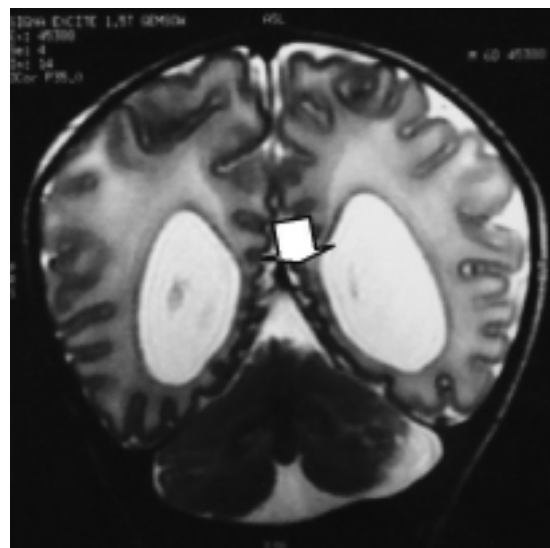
IRM (Fase 2) posnatal en un corte sagital. A) Dilatación ventricular. B) Ausencia de cuerpo calloso.
